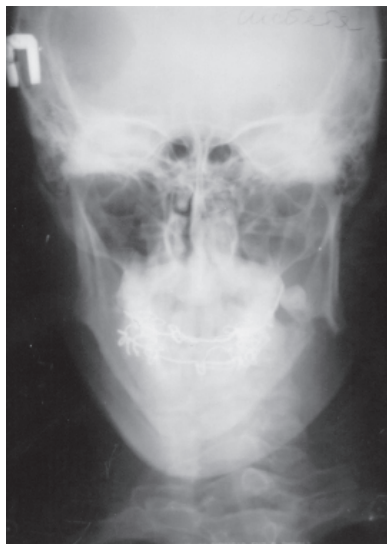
Обзорная рентгенограмма нижней челюсти больного Ш. после двустороннего шинирования
